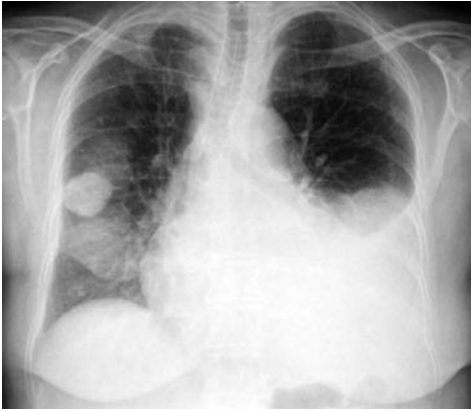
Un reperto radiografico peculiare di idrotorace associato ad insufficienza cardiaca congestizia è il cosiddetto “tumore evanescente del polmone” che si osserva in campo medio a ds. Il reperto è attribuibile ad una raccolta di fluido in una scissura pleurica interlobare. Spesso nella sola proiezione postero-anteriore mima un’immagine ad “effetto massa” di sospetta natura eterologa. La proiezione laterale è invece dirimente descrivendo una raccolta saccata all’interno dello spazio intrascissurale.*
